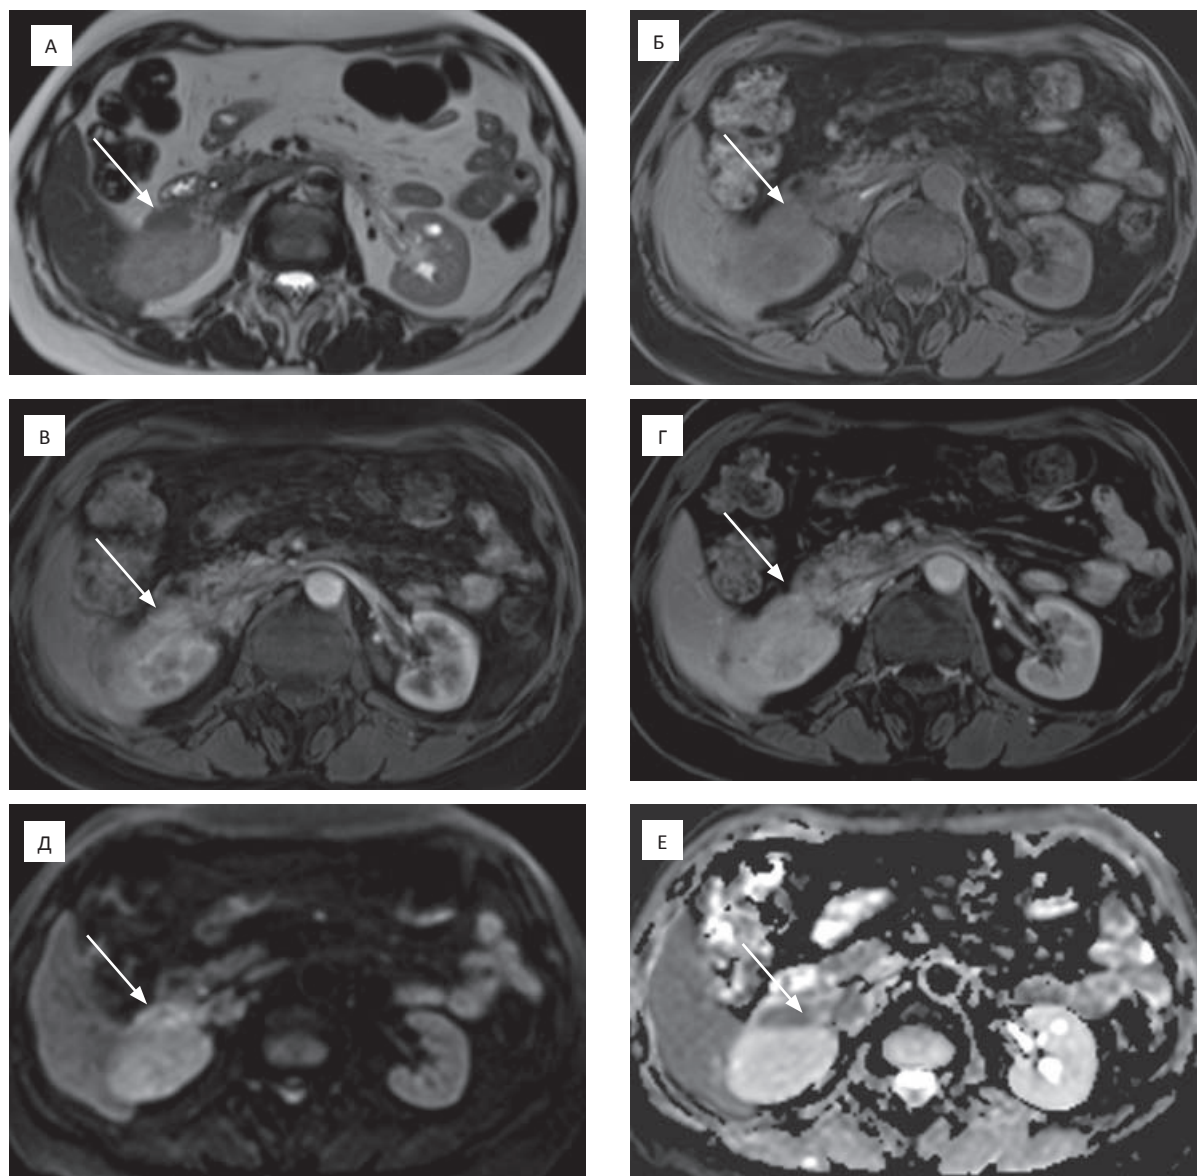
Аксиальные МР-томограммы абдоминальной области женщины 59 лет с рецидивом дедифференцированной ЛС через 21 мес после оперативного вмешательства. А — T_2 -томограмма забрюшинно справа определяется изоинтенсивный узел однородной структуры (стрелка); Б — T_1 -томограмма (нативная фаза) — узел представляется изоинтенсивным (стрелка); В — артериальная фаза — однородное накопление контрастного препарата в узловом образовании (стрелки); Г — венозная фаза — сохраняется однородное накопление контрастного препарата (стрелки); Д — ДВ-МРТ ($b = 800 \text{ с/мм}^2$) — отмечается гиперинтенсивность узла. Е — ИКД-карта: измеряемый коэффициент диффузии со средним значением $894 \times 10^{-6} \text{ мм}^2/\text{с}$ (стрелки)
